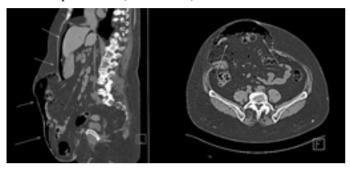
a, 4 б. МСКТ на фоне проводимого предоперационного пневмоперитонеума Стрелками указан свободный газ в брюшной полости
